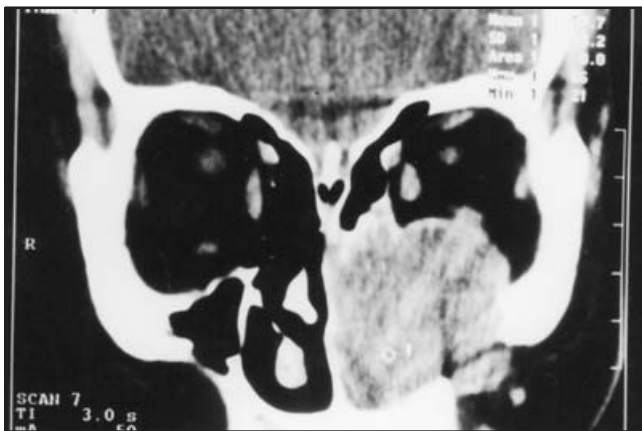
Tomografía computada con contraste de cráneo, en un corte coronal, en la que se observa una masa suborbitaria ocupativa del seno maxilar izquierdo, que desplaza el contenido orbitario, con reforzamiento periférico y moldeamiento de estructuras óseas.
